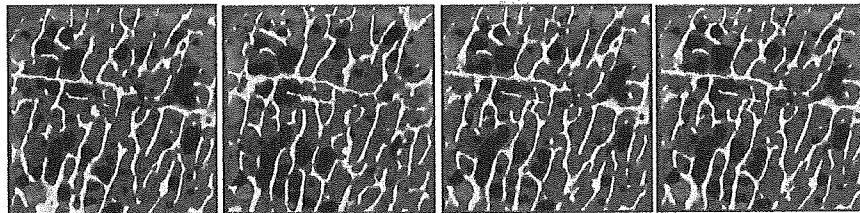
HIP041 マイクロ CT 画像
